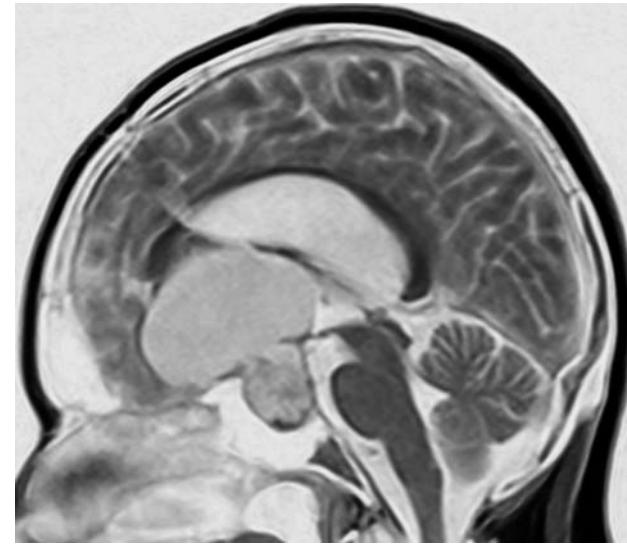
МРТ (сагиттальный срез, изображение view inverse). Состояние через 4 месяца после второй операции. Размеры кисты вновь увеличились. Траектория катетера системы Оммайя располагается над кистой — миграция
